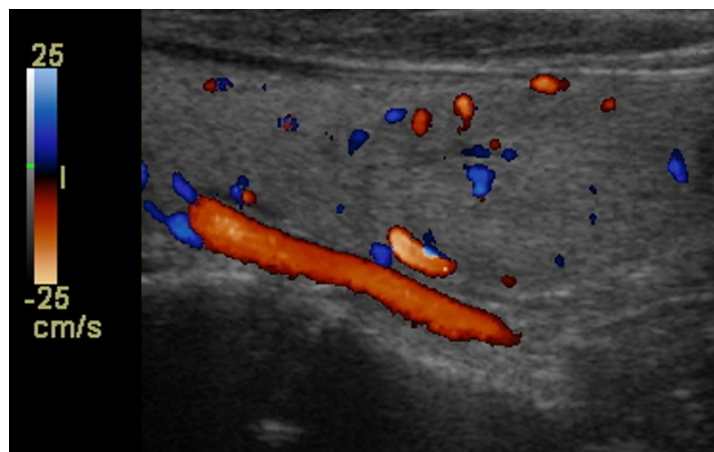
échographie couleur. Coupe longitudinale d'un lobe. Le codage couleur indique la direction du flux sanguin : dans cet exemple, bleu pour les flux dirigés vers le haut, rouge pour ceux dirigés vers le bas. Plus la couleur est claire, plus le flux est rapide (échelle de gauche sur l'image).
